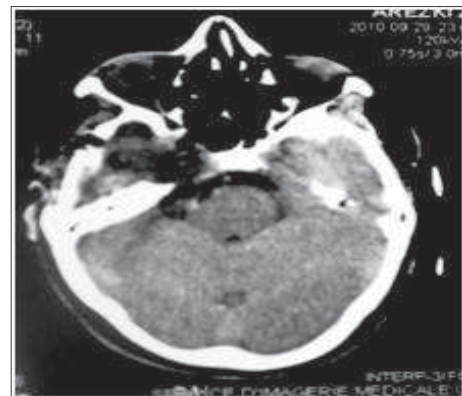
TDM post opératoire : petit reliquat tumoral.
